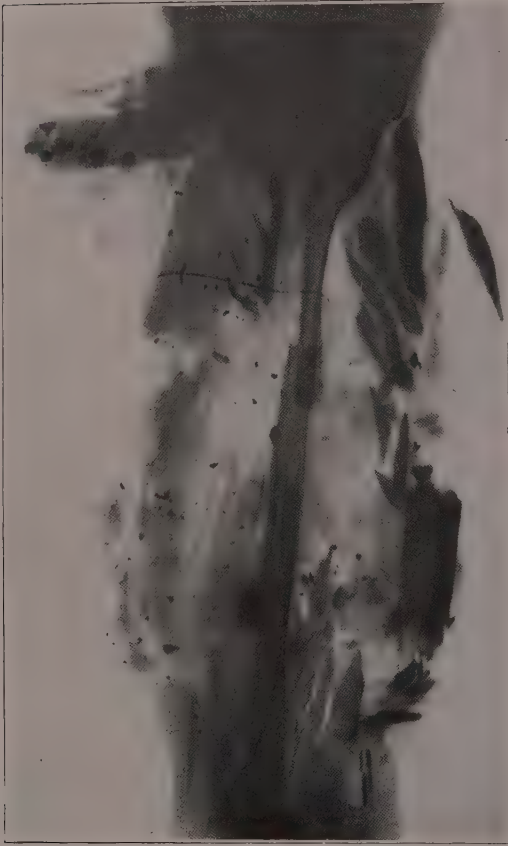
Röntgenbild zu Abb. 170.
